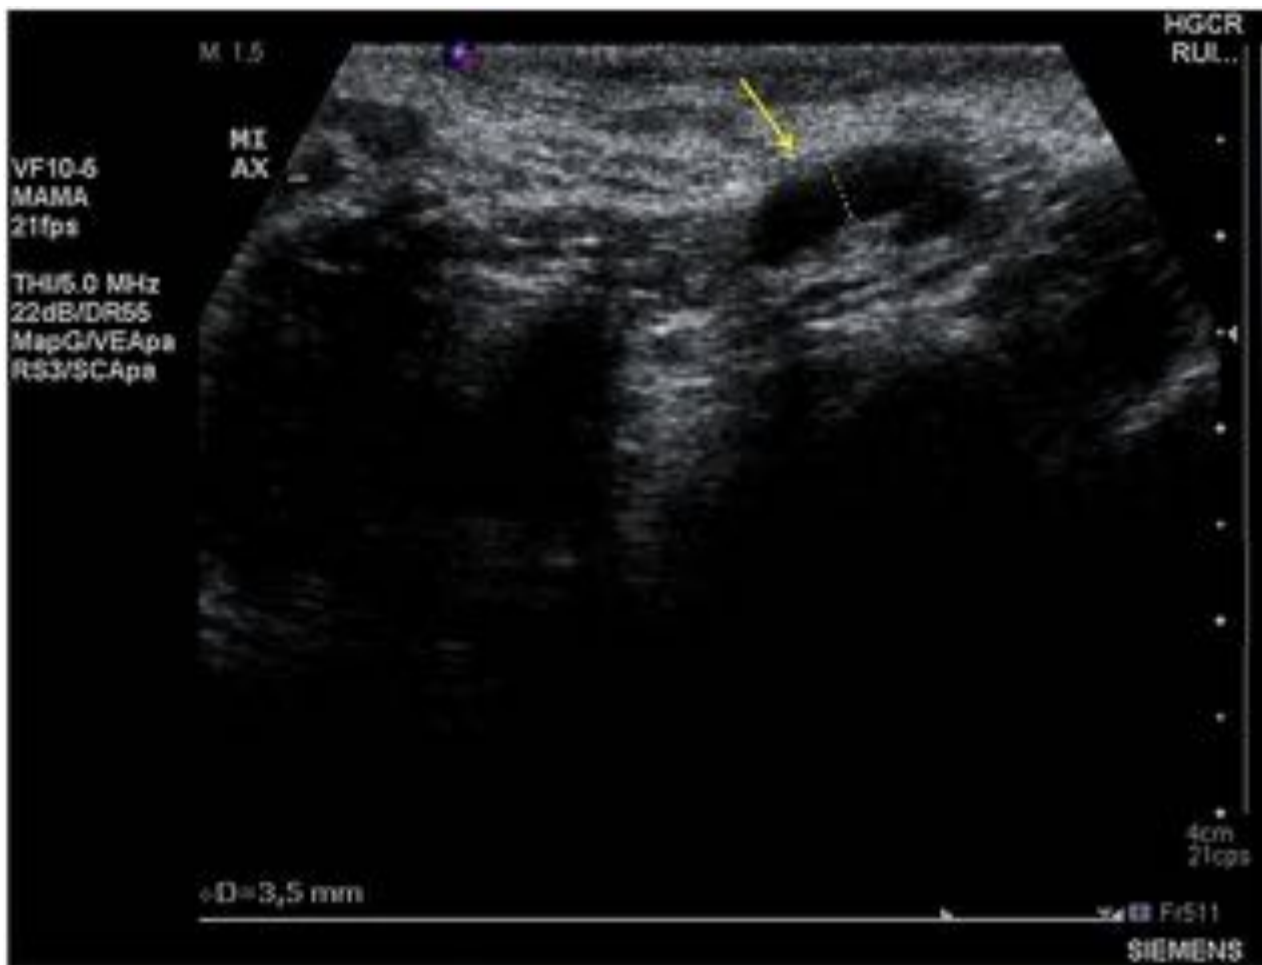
Ecografía axilar - Ganglio Bedi 3. Se observan un ganglio con hilio ecogénico y corteza > 3 mm.
